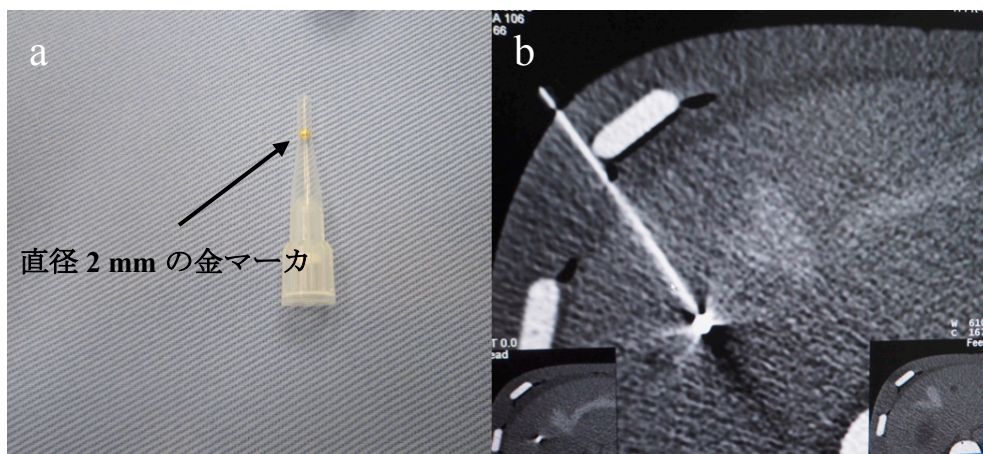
金マーカ (a) と留置したファントム CT 画像 (b)
